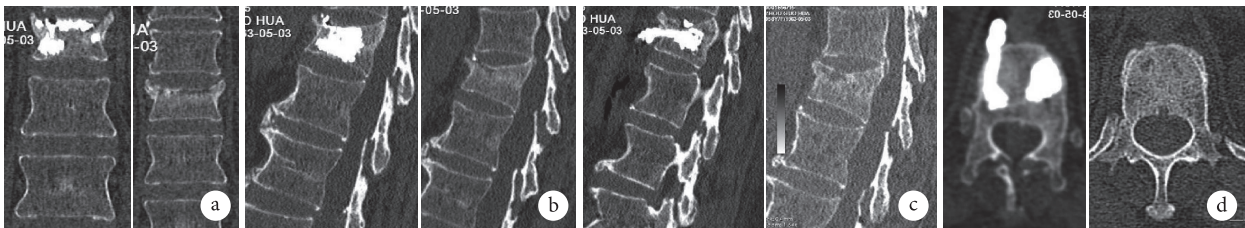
患者，女，58岁，T<sub>12</sub>OVCF手术前后CT 左侧为术后，右侧为术前 a、b. 术后图像示上终板渗漏，渗漏处术前存在终板破裂；c、d. 术后图像示左侧前壁皮质渗漏，渗漏处术前存在皮质破裂
